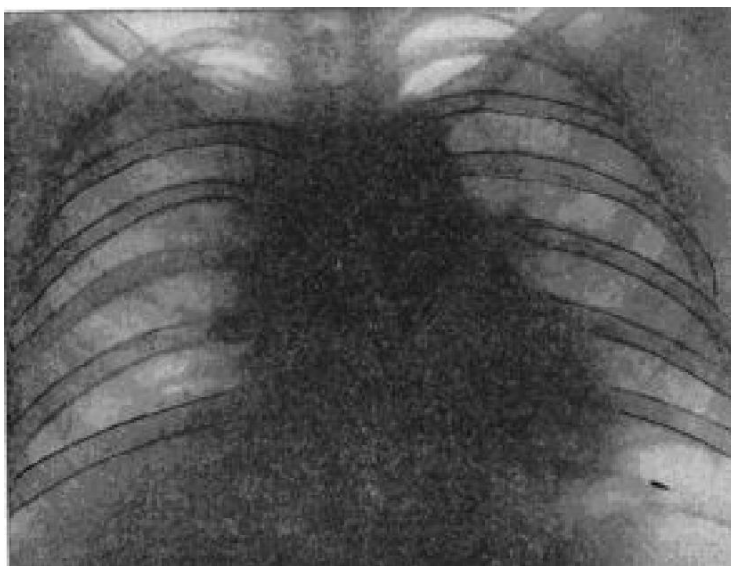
Рентгенограмма легких у рабочего азбестого производства. Возраст 54 года.
